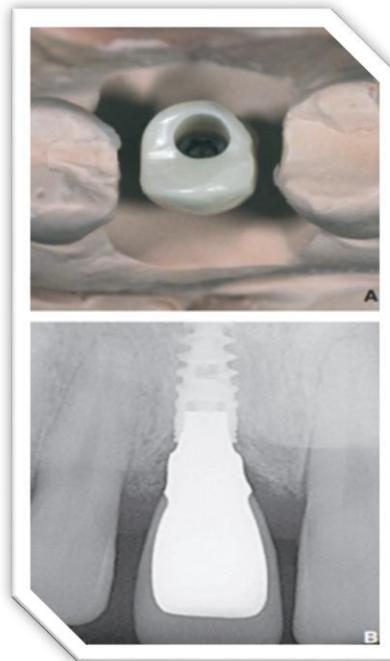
Vérification de la bonne morphologie du pilier zircone en vue du soutien de la céramique cosmétique lors de la réalisation d'une prothèse monobloc transvissée : contrôle sur le modèle (A) ou radiographie rétroalvéolaire (B).
